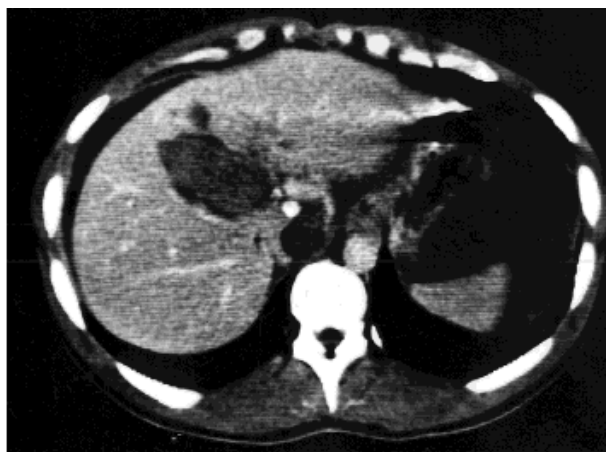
TDM du foie sans injection de PC qui montre une hyperdensité au sein du parenchyme hépatique.
